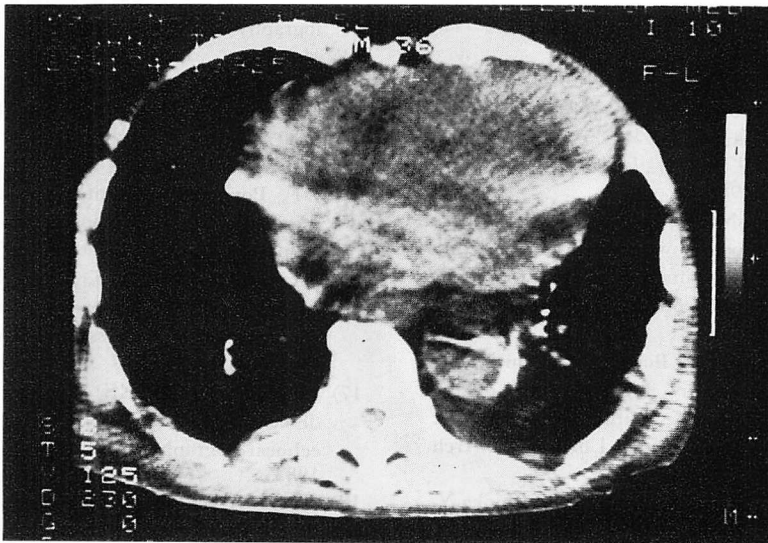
Computed tomogram (Case 2).
